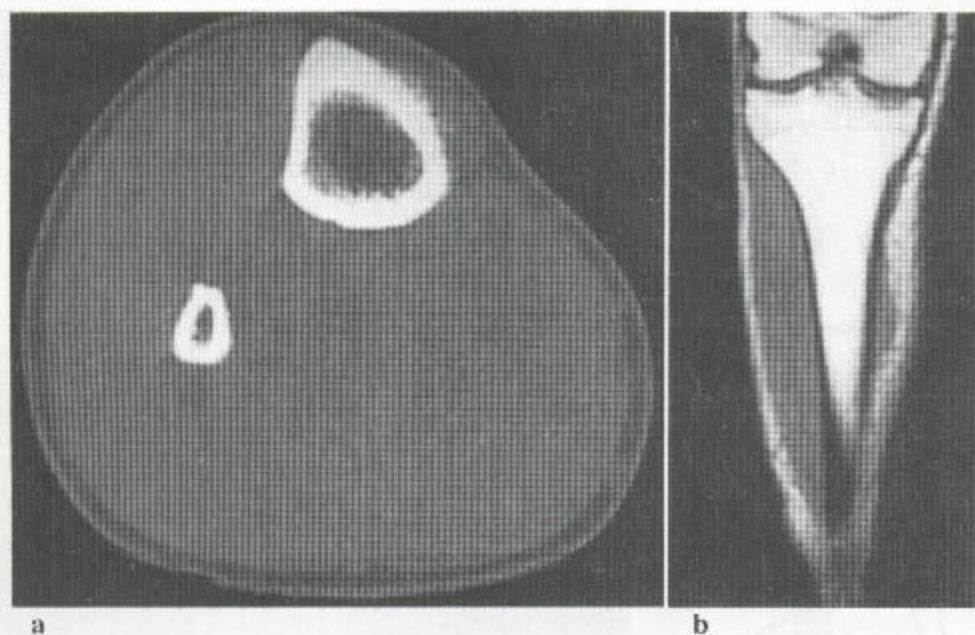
骨膜骨肉瘤 (a) CT扫描显示胫骨前面有一非常清晰, 主要为竖发状的骨膜炎。这一骨化见于一边界完好的软组织块中。(b) 在 T_1 加权MR序列上, 该软组织块, 被显示出来, 其边界完好。其矿化真的不明显。
